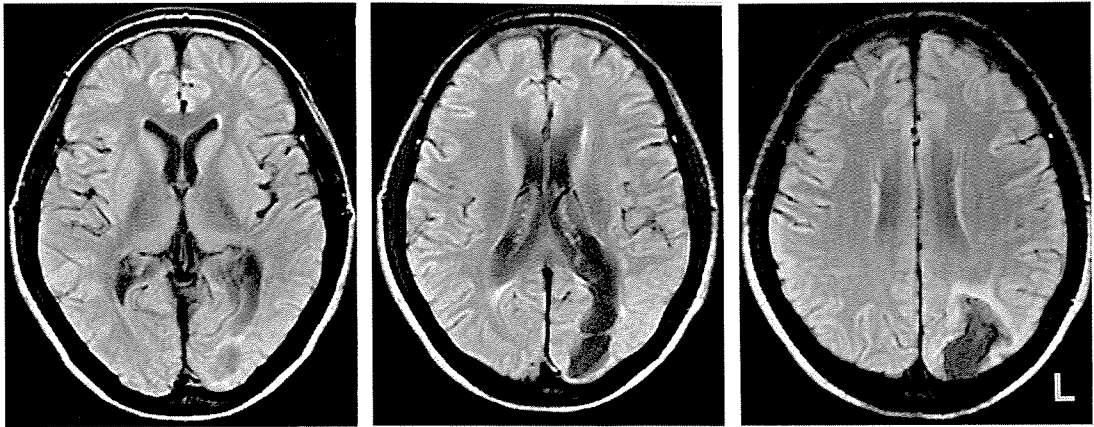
第8病日の頭部MRI, プロトン密度強調画像(0.5Tesla, TR1700ms, TE30ms) 左後頭葉~一部頭頂葉に陳旧性脳出血と考えられる嚢状病変がみられた
